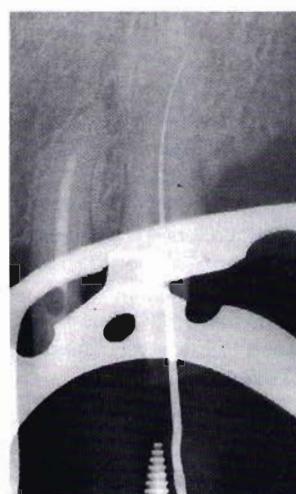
Radiografia dello stesso strumento, eseguita con angolazione mesio-distale: lo strumento appare ora al termine radiografico del canale.
